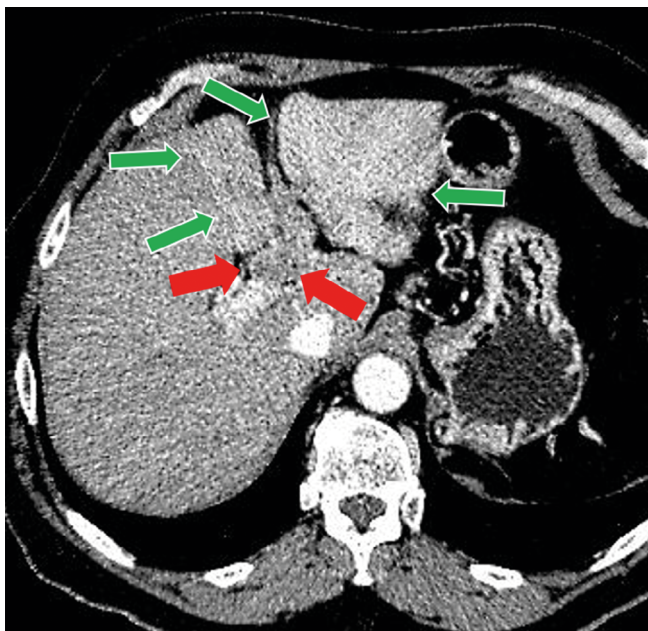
КТ органов брюшной полости в артериальную фазу сканирования (аксиальная проекция). Отчетливо прослеживается усиленное, в сравнении с неизменной паренхимой, контрастирование левой доли печени (зеленые стрелки) из-за тромбоза левой ветви воротной вены (красные стрелки)
